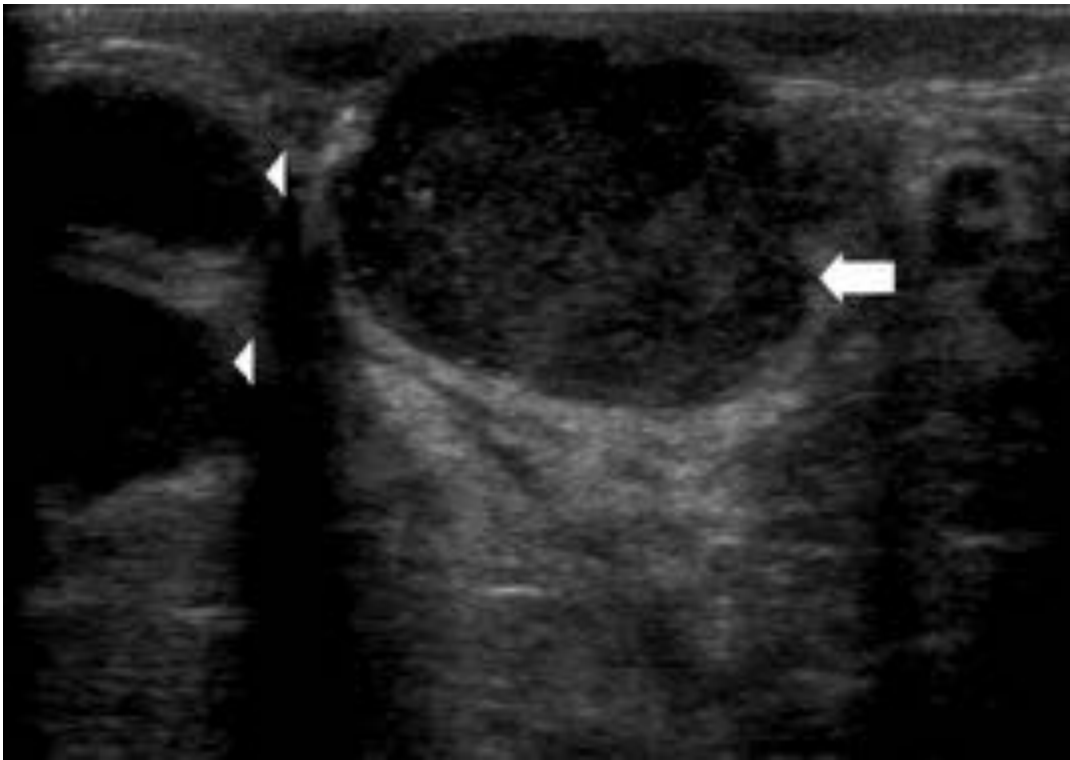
Imagen de ecografía con transductor en región periareolar. Se observa una lesión quística con ecos en su interior y refuerzo acústico posterior (flecha blanca). Junto a ella, se detecta otras lesiones quísticas de menor tamaño (puntas de flecha).
